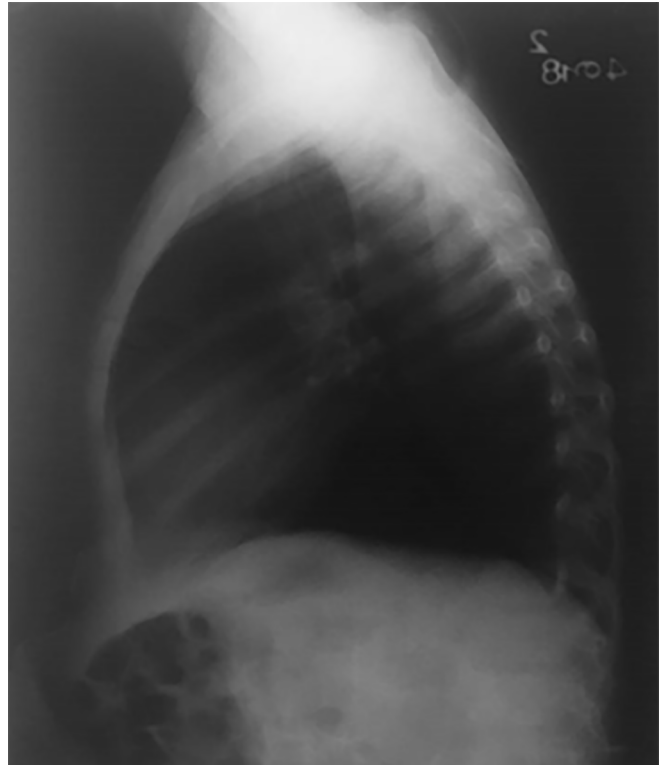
Radiografia de tórax em perfil - hiperinsuflação.
